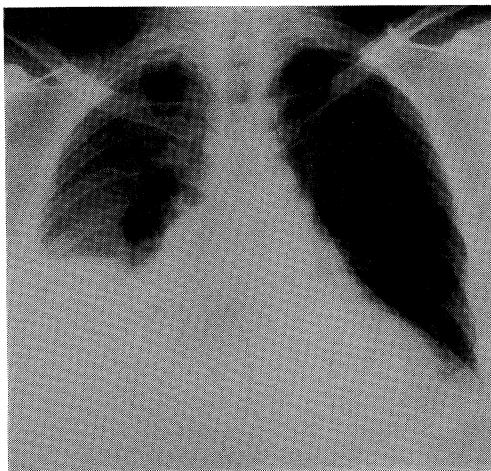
Chest X-ray film of Case 3 shows homogeneous pneumonic shadow and pleural effusion in the right lung field.
